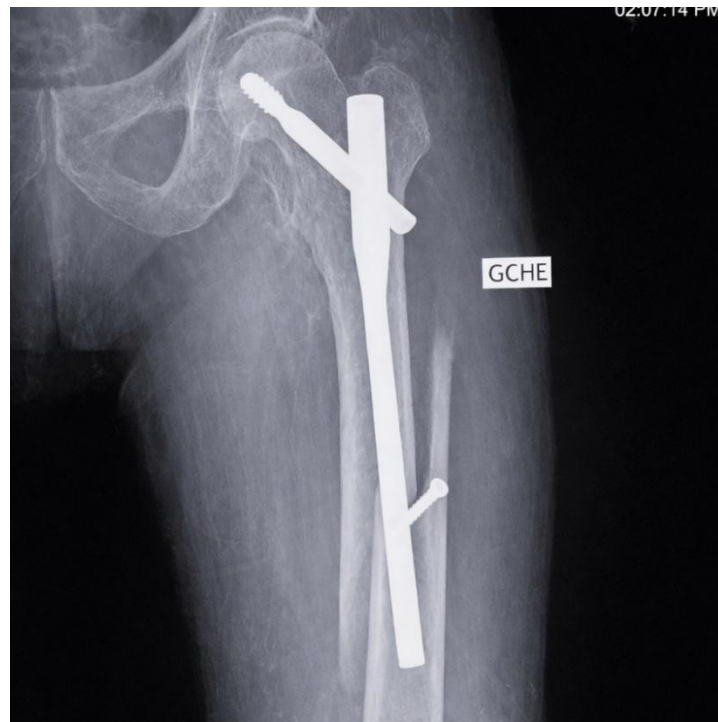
Radiographie de face de la hanche gauche illustrant une fracture de la diaphyse fémorale à trait spiroïde sur un clou gamma standard intact
